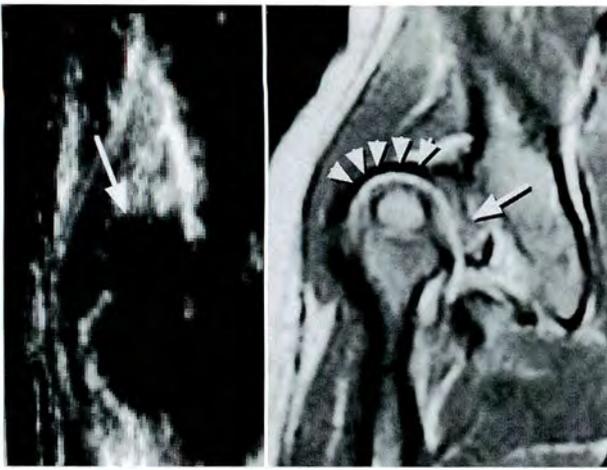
type IVの超音波画像とMRI, 超音波上の軟骨膜(左図矢印)はMRI上骨頭に接する関節包の走行(右図矢頭)と一致する. limbusは内反型を呈している(右図矢印)
